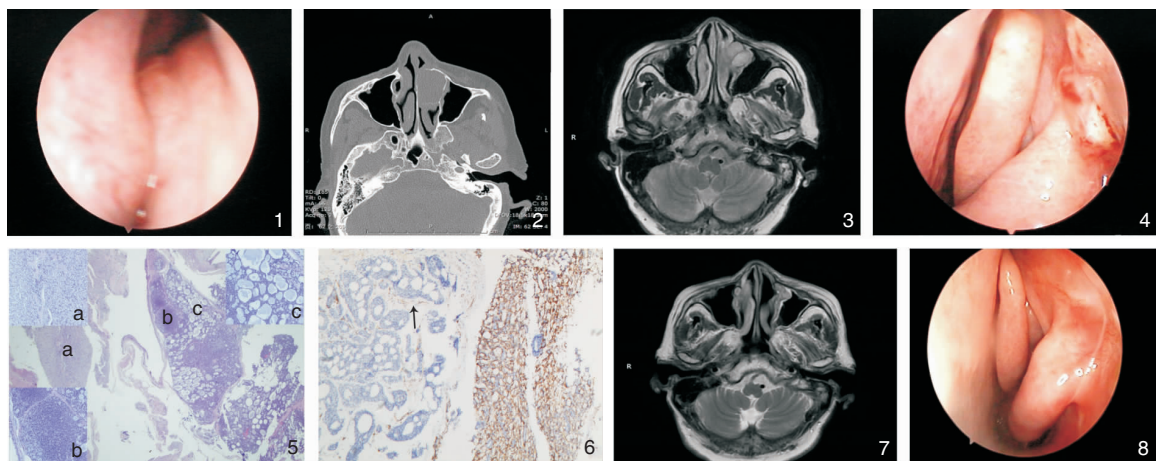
术前鼻内镜检查 图2 术前鼻窦螺旋CT平扫 图3 术前鼻窦MRI平扫 图4 术后1周鼻内镜复查
